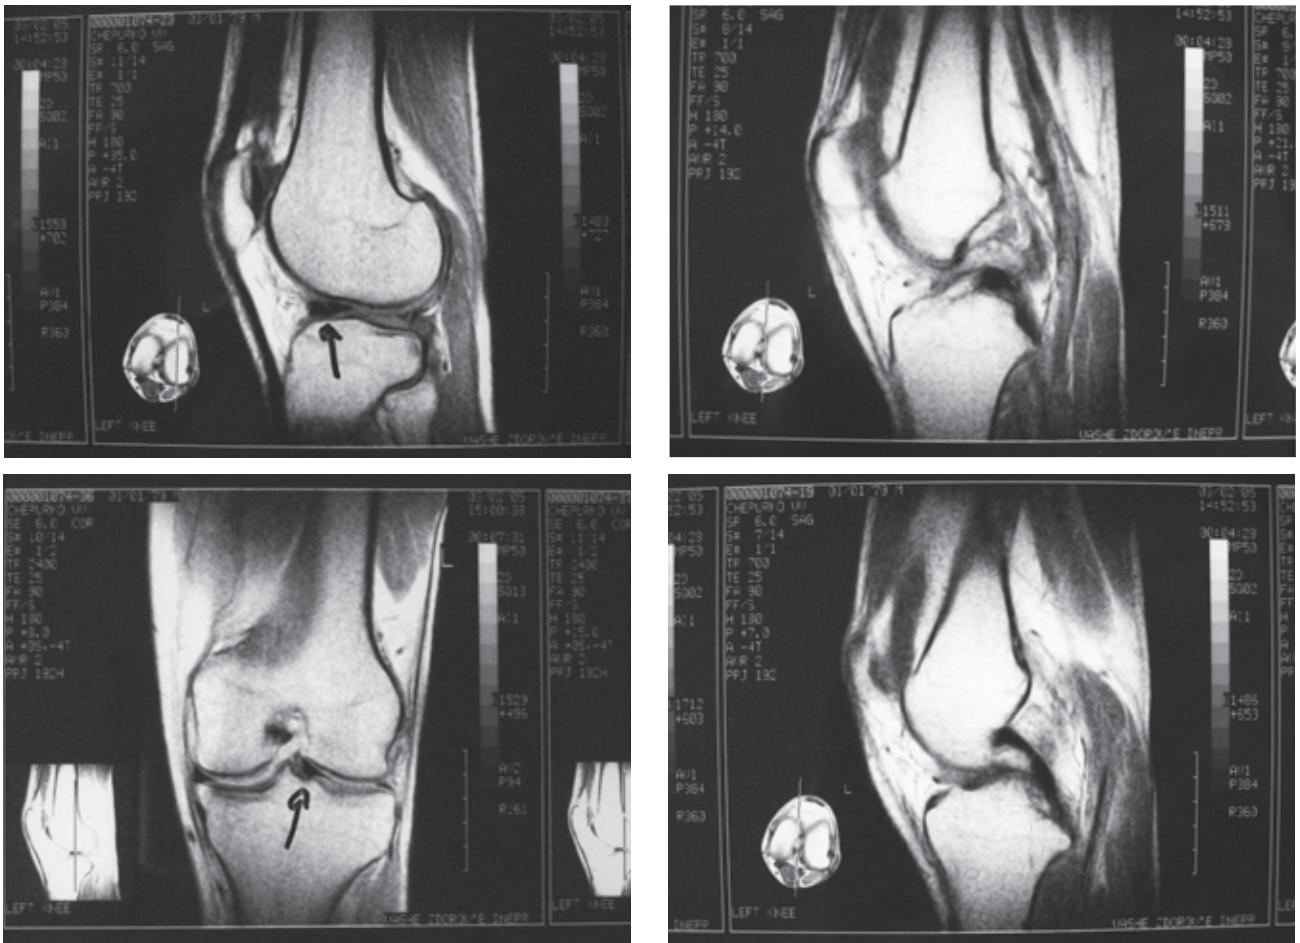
МРТ-картина повреждения ПКС и повреждения внутреннего мениска (показано стрелкой)
